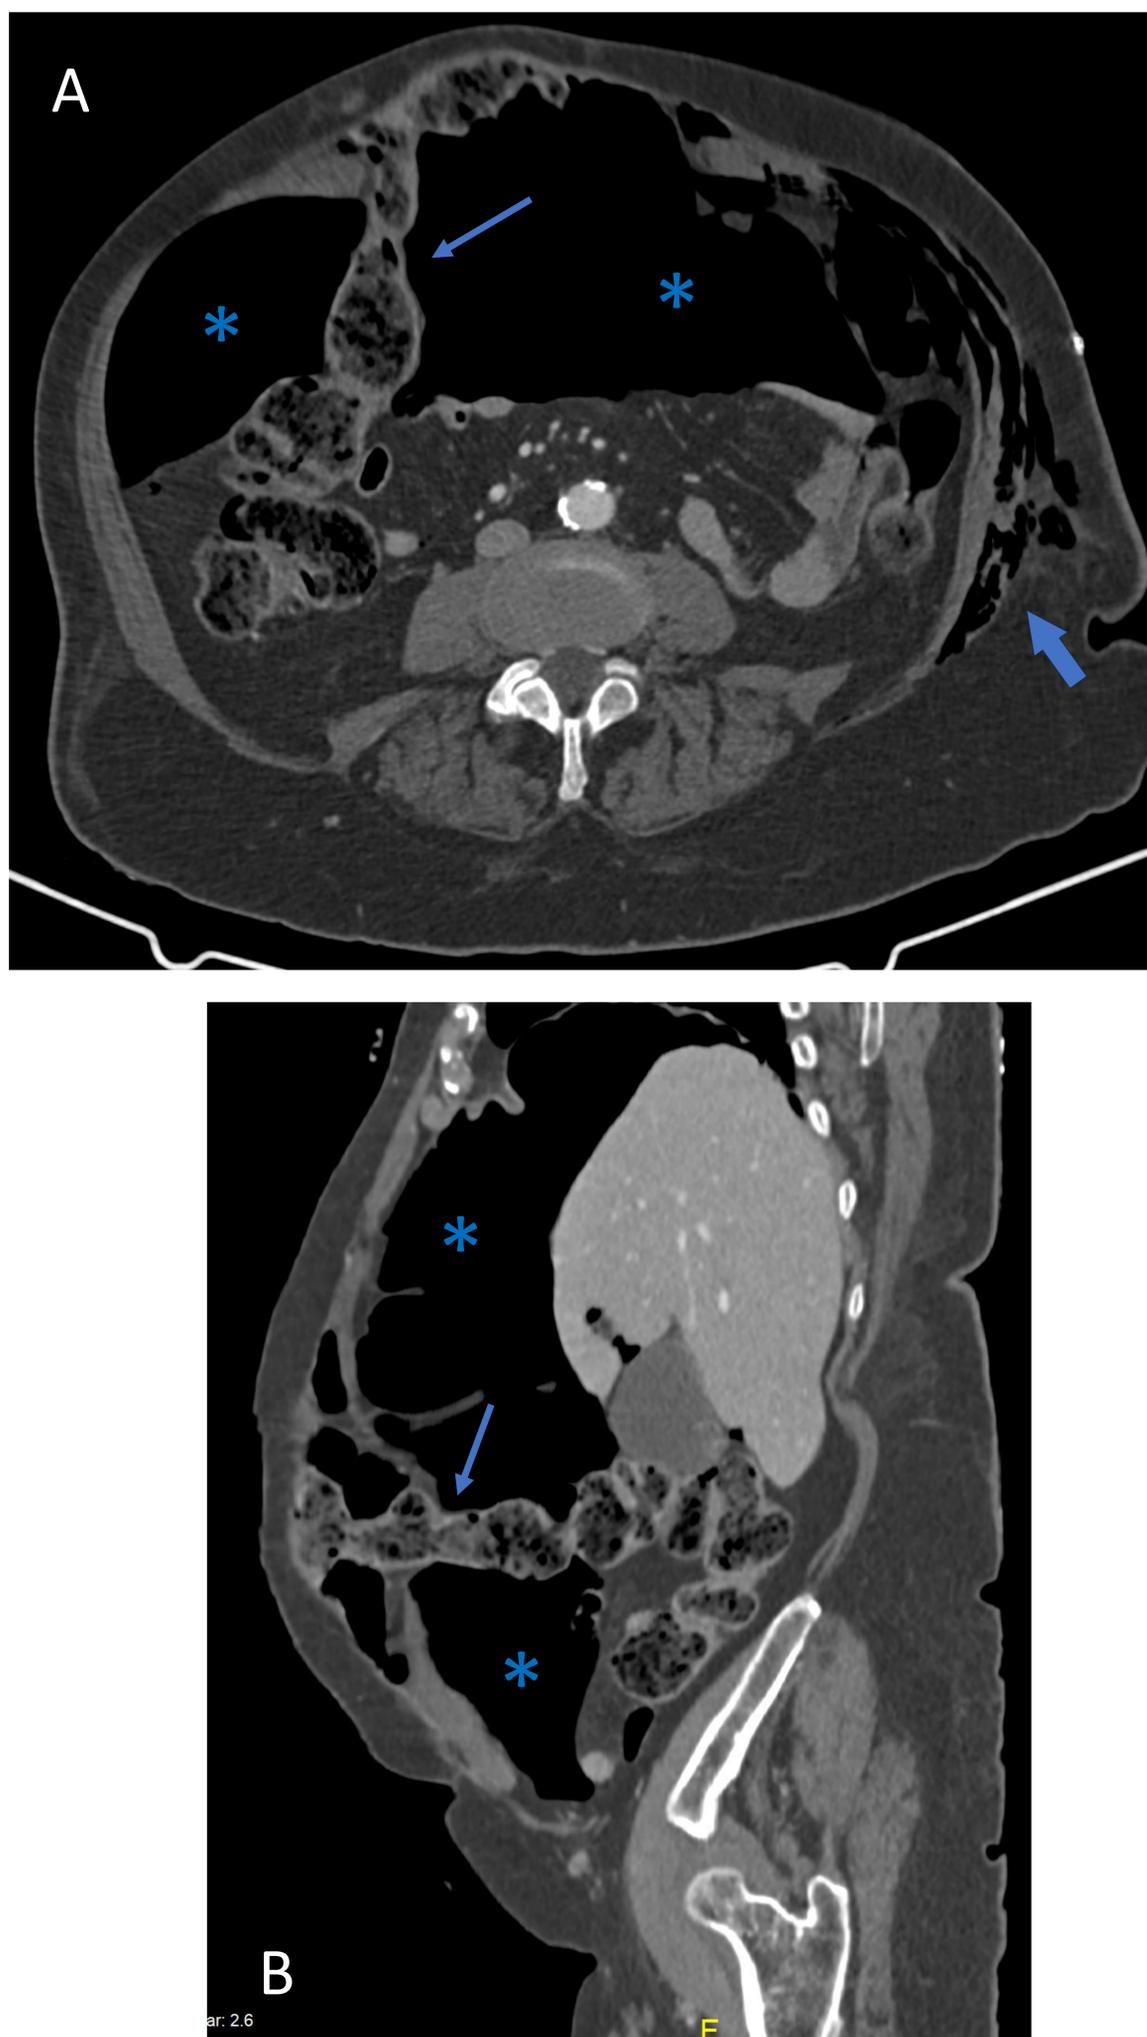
Cortes axial (A) y sagital (B) de la TC del neumoperitoneo, donde se observa un segmento colónico (flechas finas) traccionado hacia la pared abdominal anterior derecha en el seno de un abundante neumoperitoneo de localización anterior, en relación con brida/adherencia. También existe enfisema subcutáneo izquierdo (flecha gruesa)
